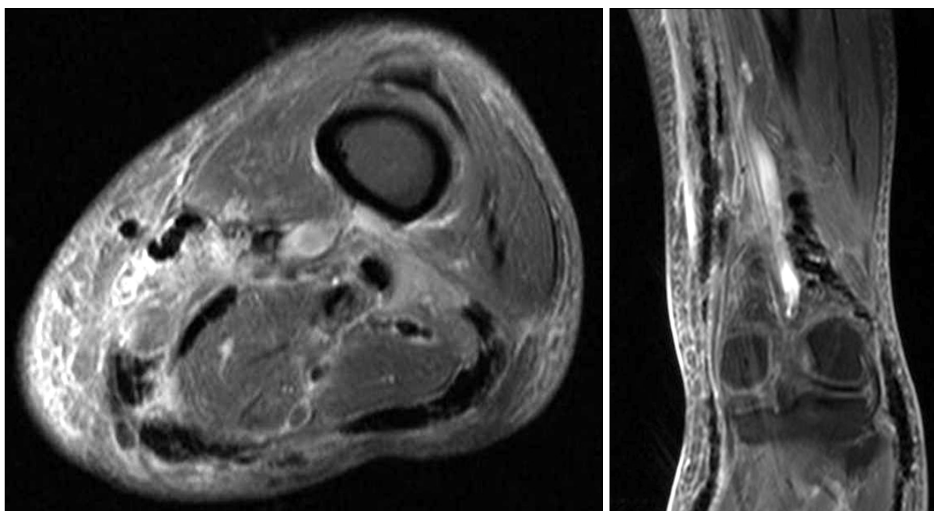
T2-weighted axial and coronal MR images show diffuse edematous changes in the superficial and deep fascia and gas along the posteromedial aspect of the thigh.
